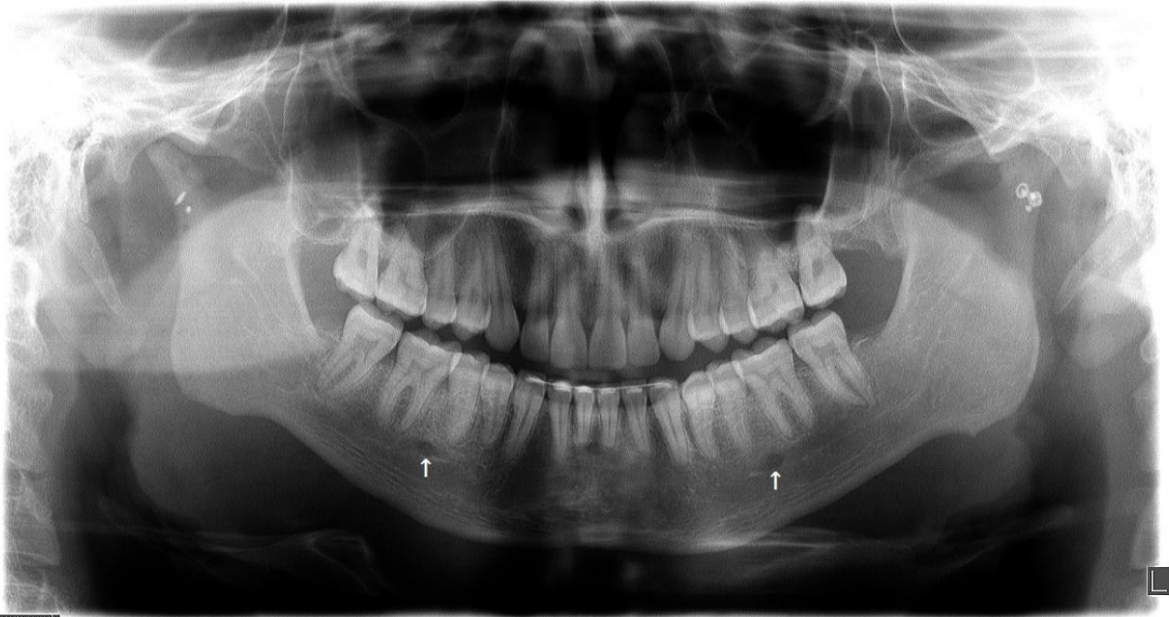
Radiografia panorâmica digital evidenciando a simetria menos prevalente do forame mental, em posição V (setas).
